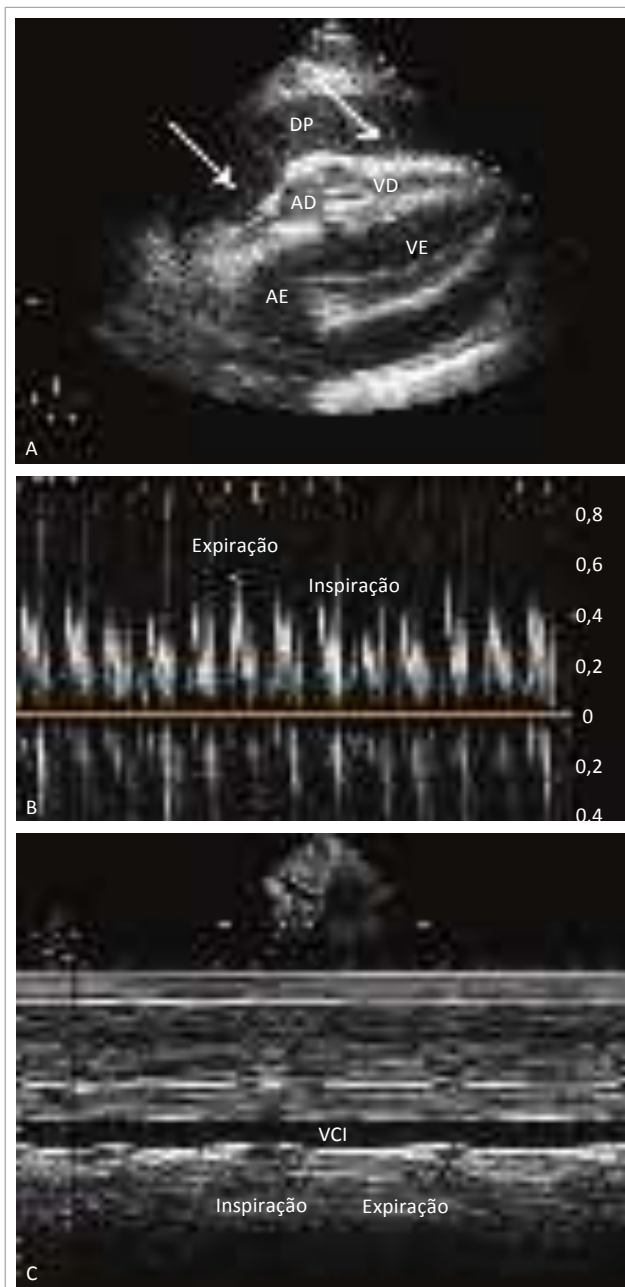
Imagens ecocardiográficas de paciente com tamponamento cardíaco. (A) Corte subcostal longitudinal evidenciando derrame pericárdico importante, com colapso de câmaras direitas (setas brancas). (B) Análise ao estudo Doppler do fluxo mitral com redução inspiratória de 30% da velocidade da onda E. (C) Modo M ao corte subcostal demonstrando dilatação da veia cava inferior, com ausência de colapso inspiratório ($< 50\%$).
